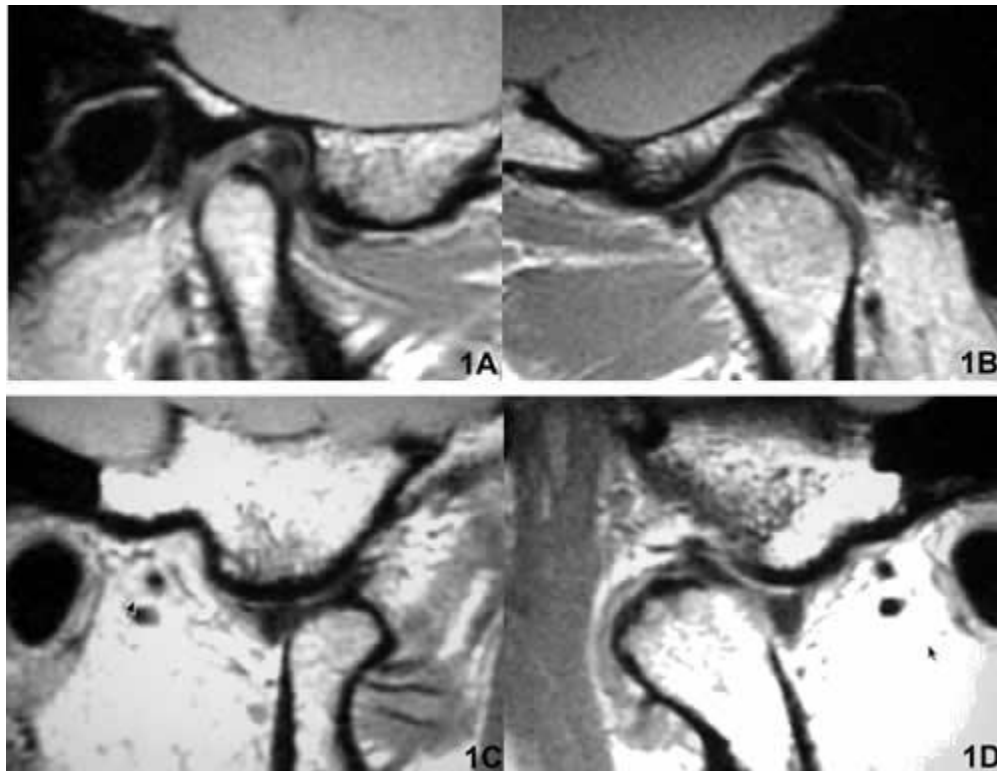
Imagem por ressonância magnética de hiperplasia condilar.
